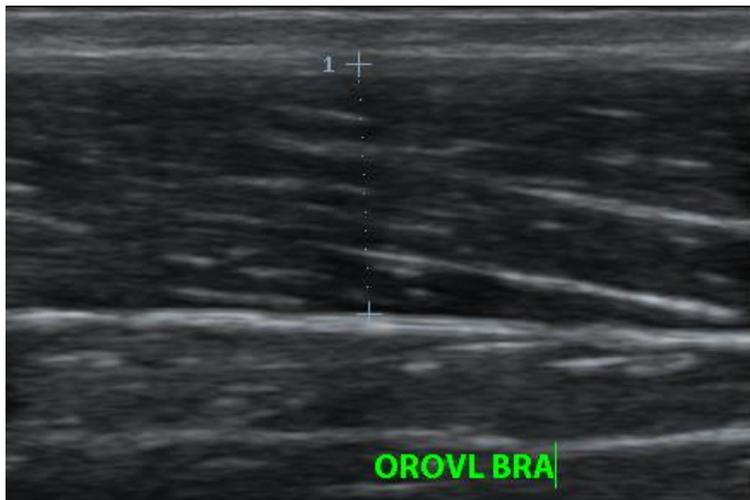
Figura 14_ Immagine ecografica Angolo di Pennazione
